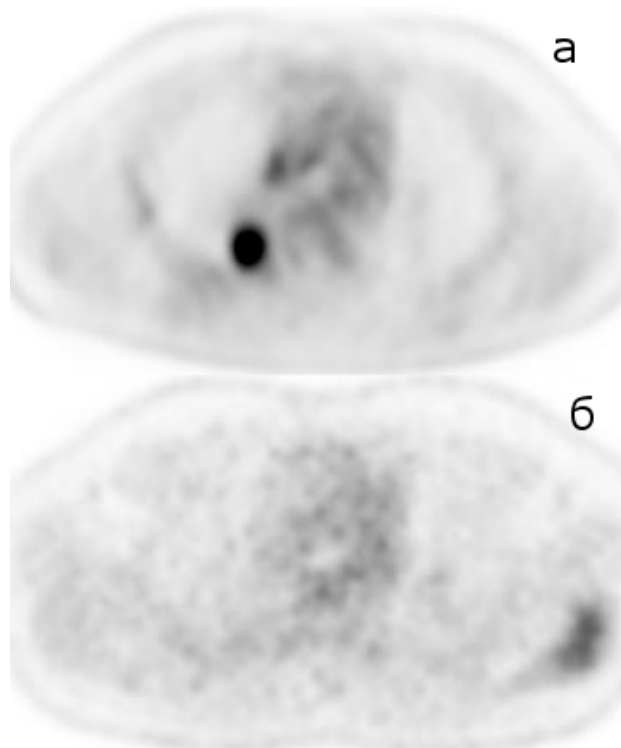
Таргетный очаг в нижней доле правого лёгкого: ПЭТ (аксиальная проекция) до начала лечения (а), через 6 мес после начала лечения (б)
